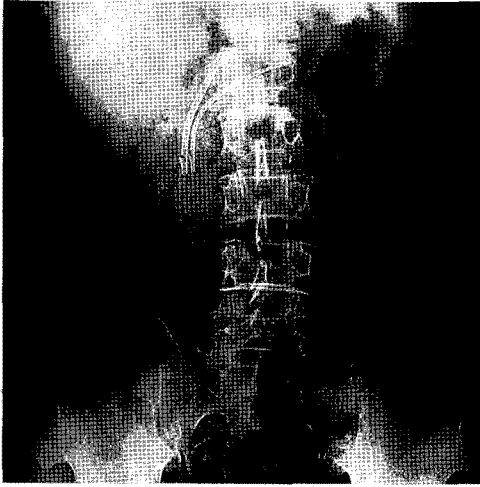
The abdominal radiography shows two stents inserted in the common bile duct and pancreatic duct.
